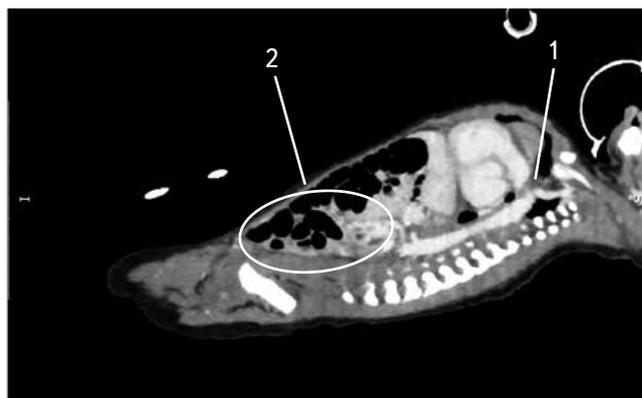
Данные компьютерной томографии при поступлении. Аорта контрастирована на уровне дуги, грудного отдела и супраренального отдела (1). Ниже устья левой почечной артерии — массивный тромбоз, облитерирующий просвет сосуда (2), распространяющийся на обе общие подвздошные артерии.
